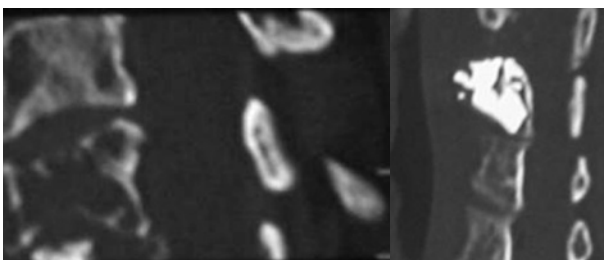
Компьютерная томограмма шейного отдела – литический метастаз в тело С5 позвонка с патологический перелом: а – до вертебропластики, б – после вертебропластики
